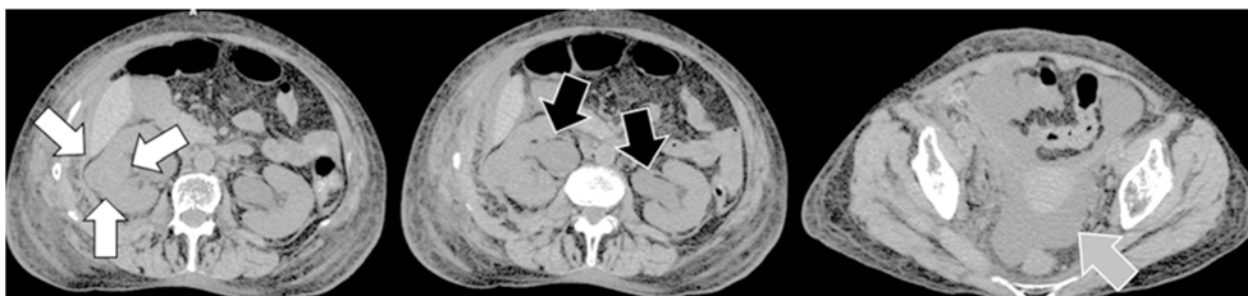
入院時CT所見（右腎腫瘍：白矢印 両側水腎症：黒矢印 腹水：グレー矢印）
